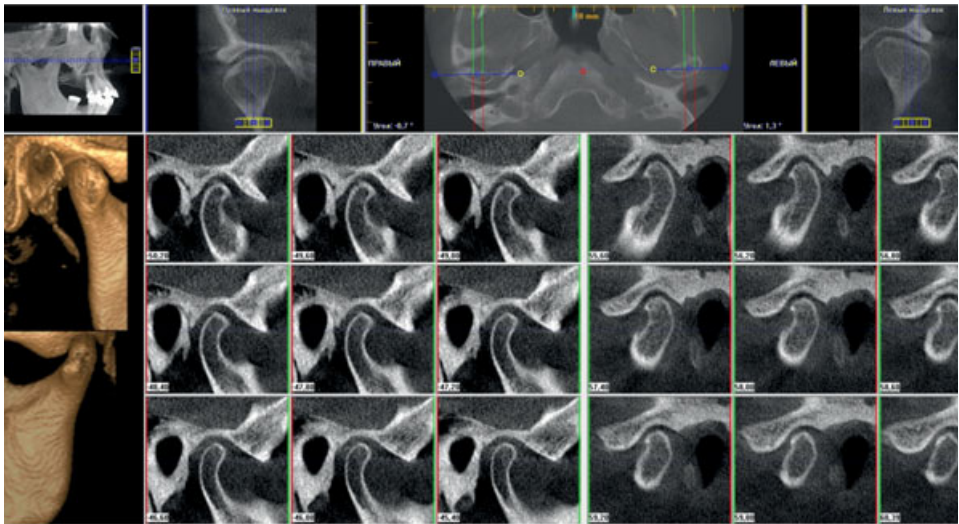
«Окно отображения ВНЧС» с сагиттальными срезами толщиной 0,6 мм. Сужение щели левого ВНЧС, краевые костные разрастания на центральных срезах в виде «клювика птички» (более выраженное в левом), незначительный остеосклероз суставных поверхностей – рентгенологические признаки остеоартроза ВНЧС
